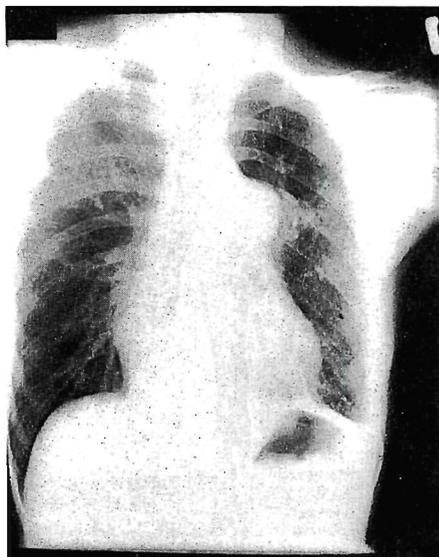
Chest X-ray films showed a markedly enlarged pulmonary artery. The cardiothoracic ratio was 0.56.
